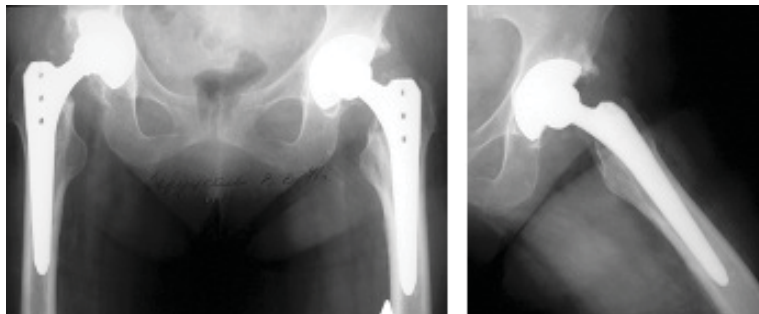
Рентгенограмма пациента 3. после тотального эндопротезирования левого тазобедренного сустава.
